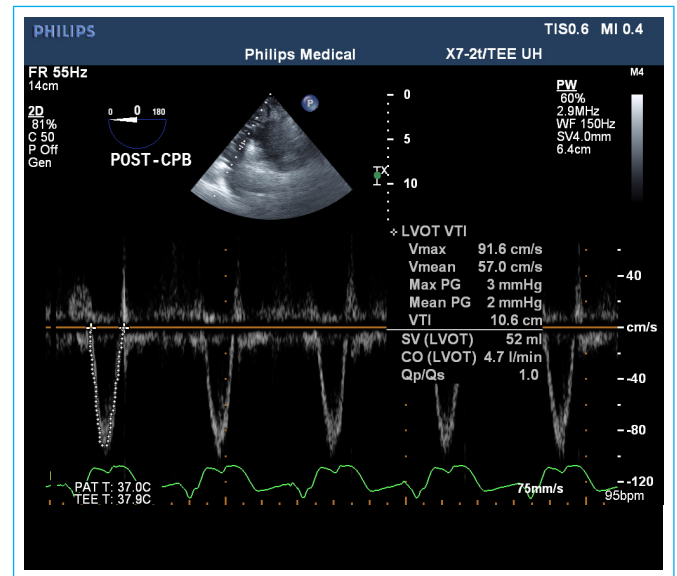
El Doppler pulsado del trayecto de salida del ventrículo izquierdo; la relación de flujos izquierda/derecha es ahora 1:1.
